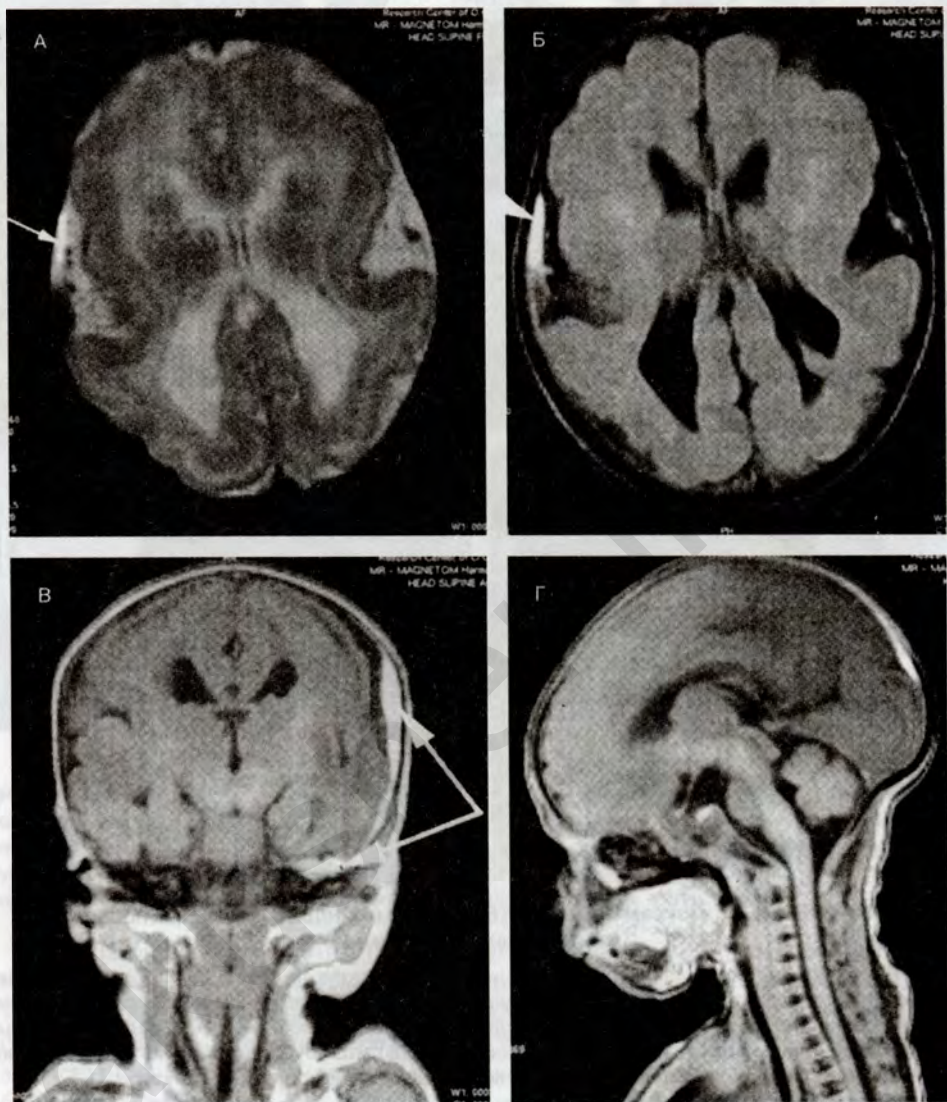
МР-томограммы головного мозга новорожденного ребенка (1 неделя жизни) с врожденными дефектами гистогенеза и гипоксическими повреждениями
